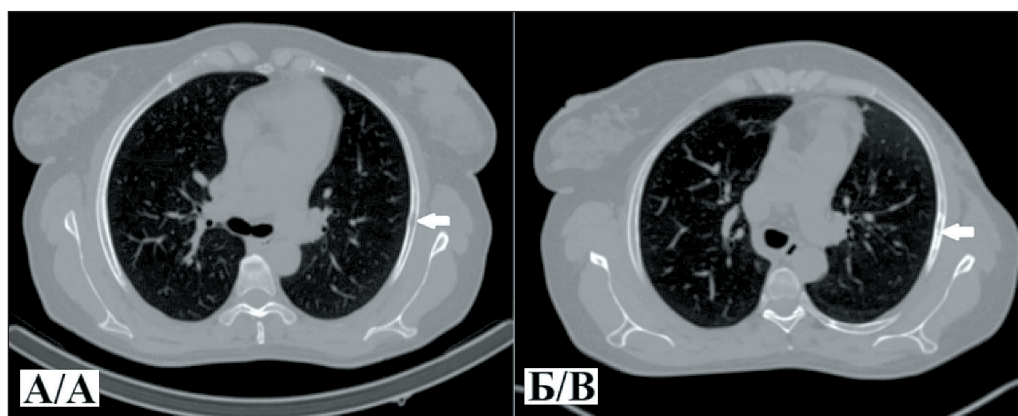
А – компьютерная томография органов грудной клетки в аксиальной проекции (костное окно) больной К. до лечения (белой стрелкой указан участок литической деструкции в V ребре по средней аксиллярной линии справа, размером 19×5 мм); Б – исследование через 11 мес после лечения (белой стрелкой указан участок неравномерных склеротических изменений в V ребре по средней аксиллярной линии справа, размером 26×5 мм). Примечание: рисунок выполнен авторами
